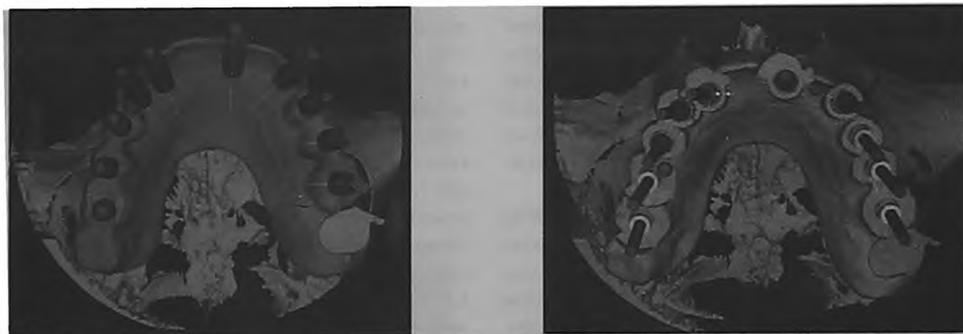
Рис. 1. d - Расстановка цилиндрических имплантатов (ЦИ) на рентгенологическом шаблоне (имеющемся частичном пластиночном протезе)
